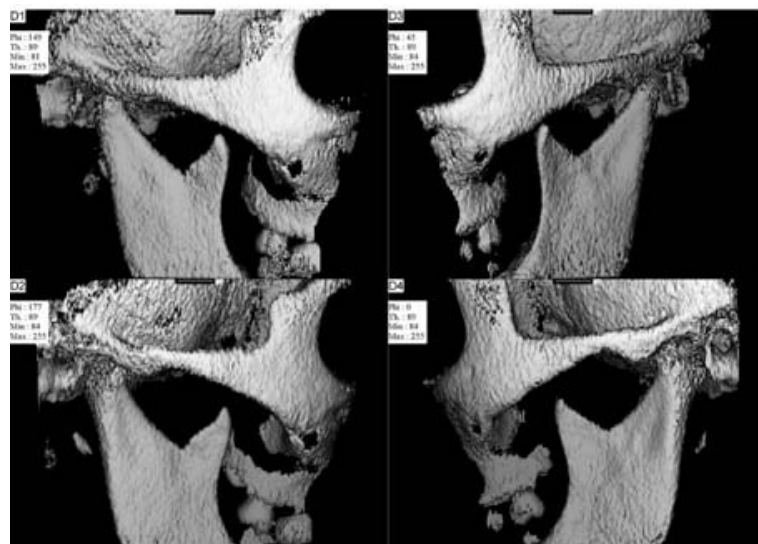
Snímky z CT vyšetření (40)
